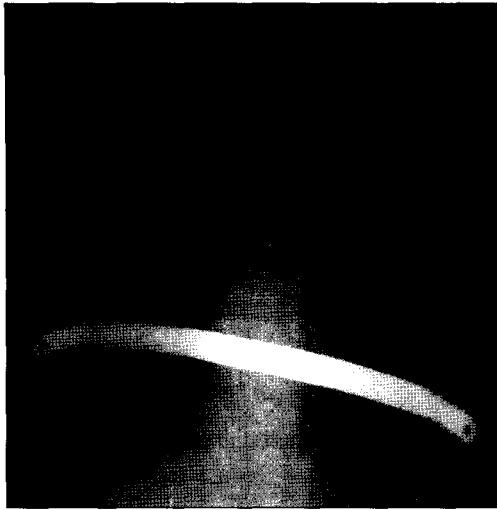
Postoperative chest X-ray showing the Nuss bar inserted into the thoracic cage.
